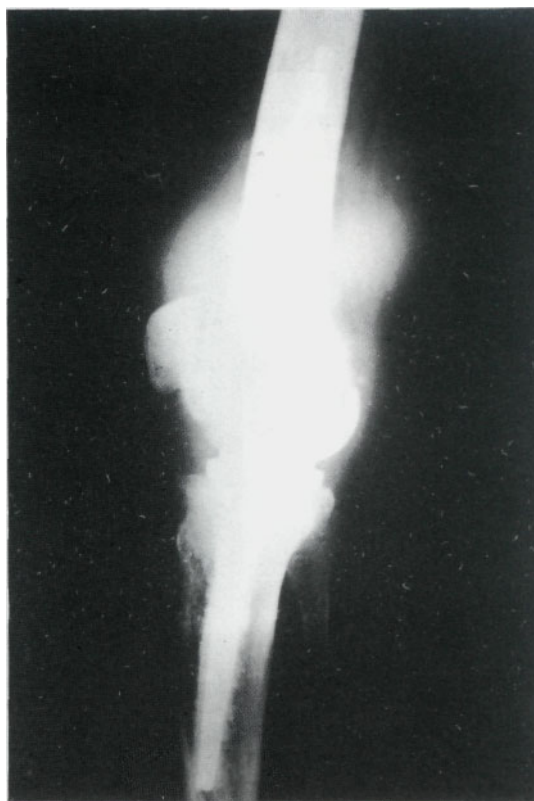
Radiografía mostrando las características de la colocación de la prótesis.
